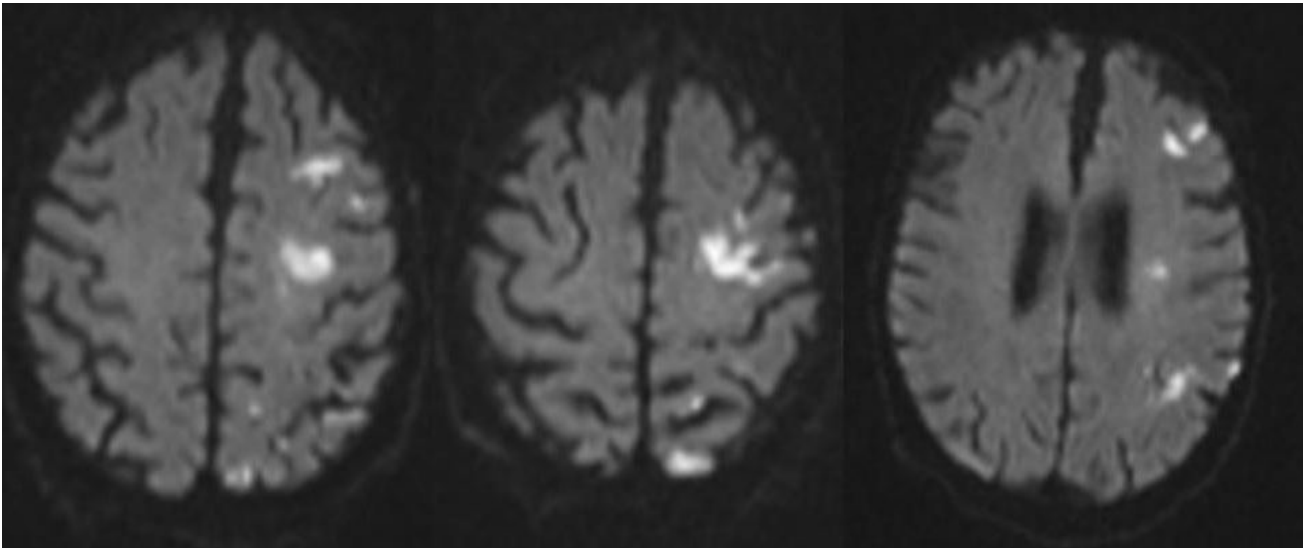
Imágenes de Resonancia magnética con mapas de difusión que muestran imágenes compatibles con infartos subagudos precoces hemisféricos izquierdos.
